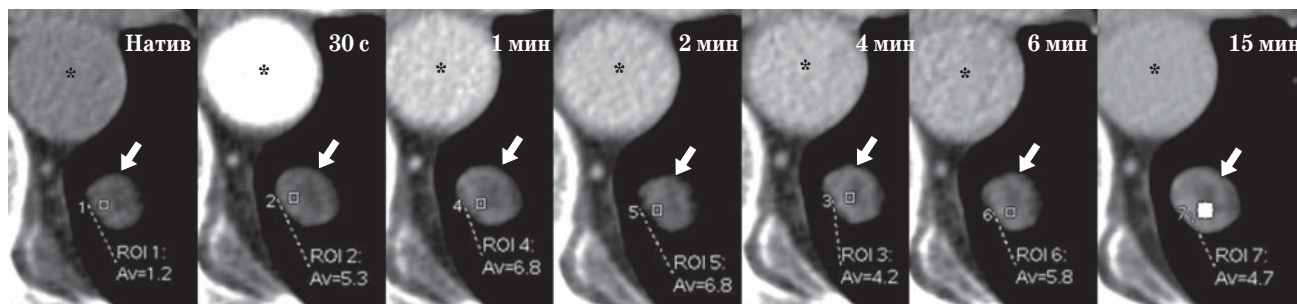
Динамическая КТ легких. Отсутствие накопления КВ в очаге (указано стрелкой). * – аорта.
